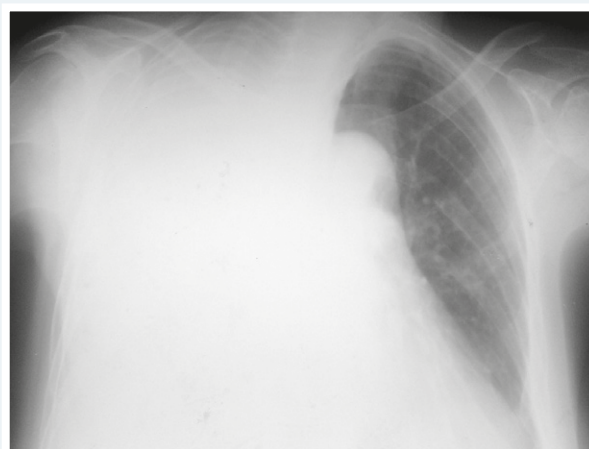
Chest radiograph in 6 hours after admission showing total right hydrothorax.
